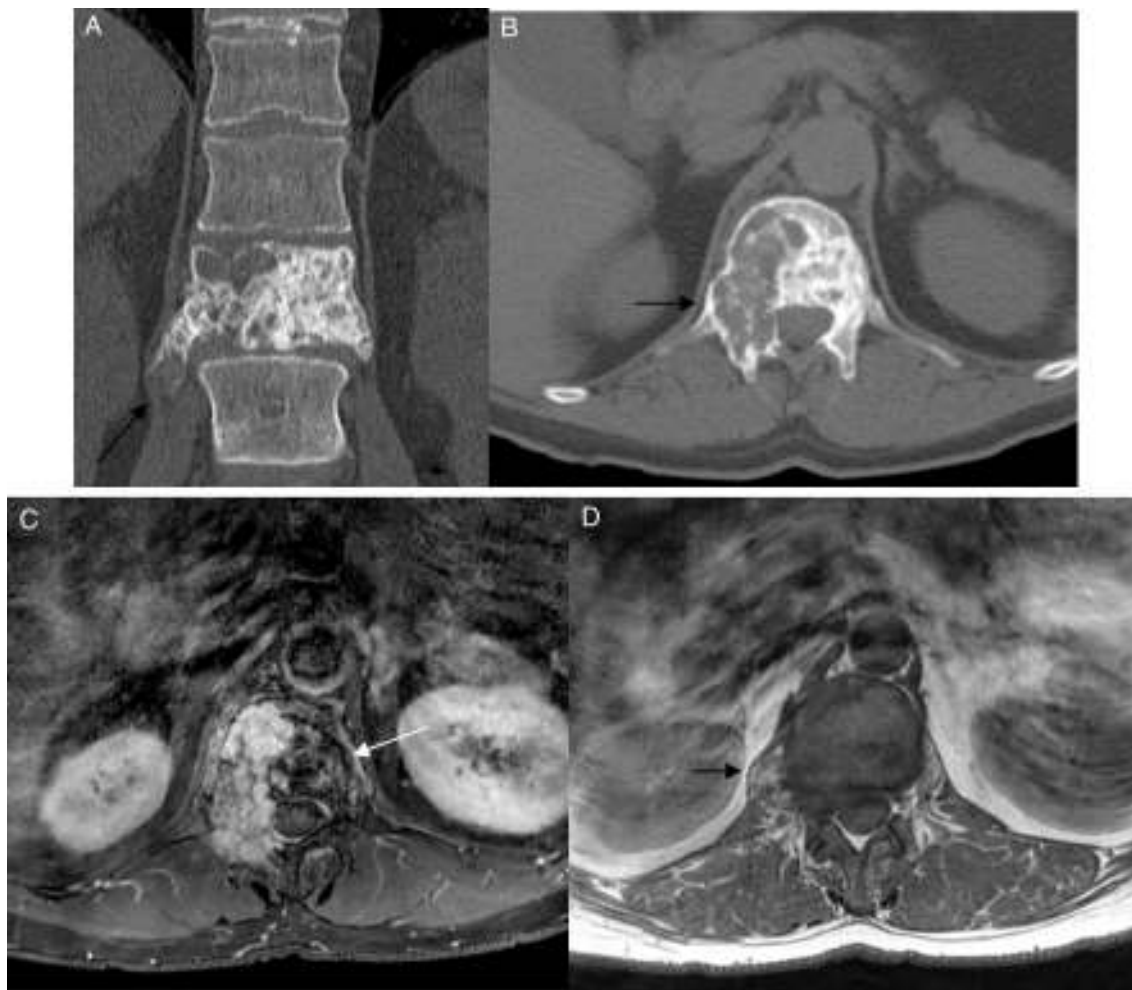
Condroblastoma. A) Varón de 42 años de edad. Imagen coronal de TC. En el cuerpo vertebral de L1, lesión ósea mixta con componentes osteolíticos y osteoblásticos por la presencia de calcificaciones en su interior de origen cartilaginoso (en grumos, anillos y arcos) con extensión de partes blandas (flecha). B) Imagen axial de TC. Se observa claramente la naturaleza expansiva del tumor (flecha), así como la presencia de calcificaciones internas de aspecto cartilaginoso. C) Imagen axial de RM con secuencia potenciada en T1 y supresión grasa tras la administración de gadolinio. Captación intensa y heterogénea del tumor. Las porciones del tumor con mayor grado de calcificación captan menos intensamente el contraste (flecha). D) Imagen axial de RM con secuencia potenciada en T1. Se observa claramente la extensión a las partes blandas adyacentes del tumor (flecha). Todos estos hallazgos sugieren el diagnóstico de un tumor agresivo de origen cartilaginoso (condroblastoma, condrosarcoma). La biopsia confirmó el diagnóstico de un condroblastoma vertebral.
